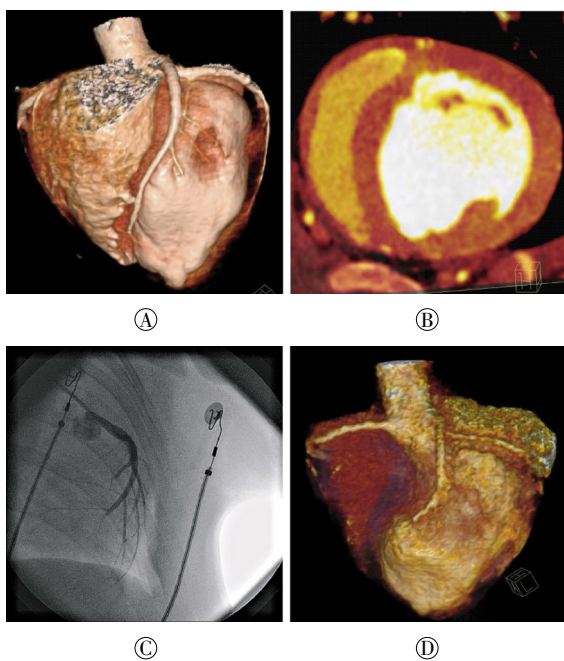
建模前后冠状动脉造影和冠状动脉CT血管造影图 图中, A: 建模前冠状动脉CT血管造影; B: 双能量CT心肌灌注显示心肌灌注均匀, 未见明显低灌注区域; C: 前降支中远段、回旋支远段栓塞后的冠状动脉造影图; D: 栓塞后的冠状动脉CT血管造影容积再现图。
